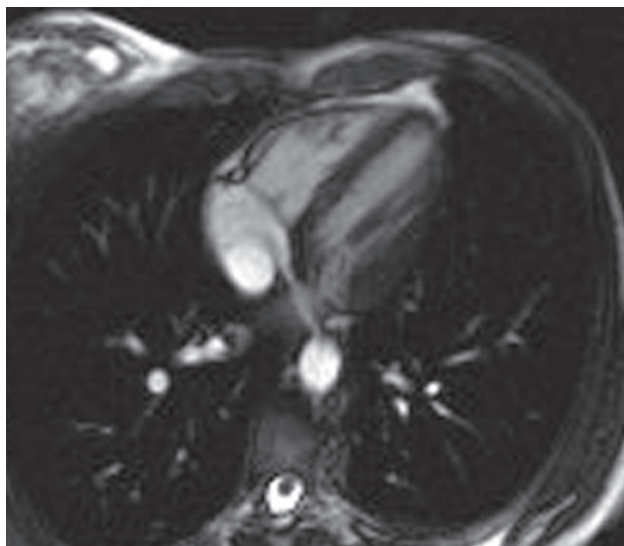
Кино-МРТ, длинная ось левого желудочка, 4-камерная проекция, плоскость трикуспидального клапана
